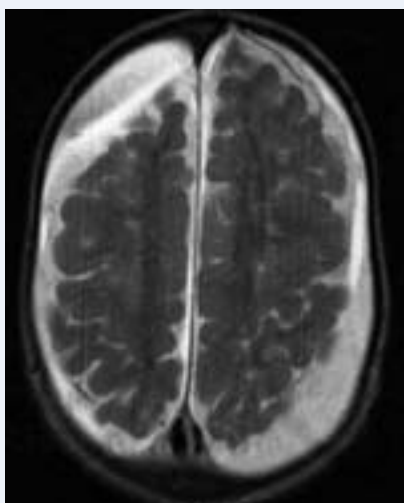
Resonancia magnética craneal con higrmas subdurales.
